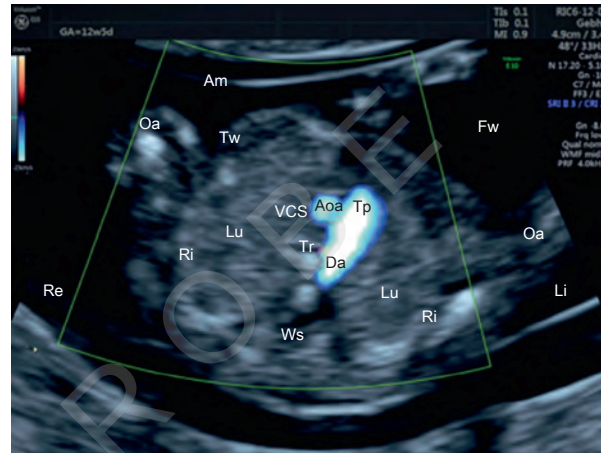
Thorakaler Transversalschnitt, Ebene des 3-Gefäß-Trachea-Blicks, Farbdoppler, 13 + 4 SSW. Am = Amnion, Aoa = Aorta ascendens, Da = Ductus arteriosus, Fw = Fruchtwasser, Lu = Lunge, Oa = Oberarm, Pl = Plazenta, rPa = rechte Pulmonalarterie, Ri = Rippe, Se = Septum, Tp = Truncus pulmonalis, Tw = Thoraxwand, VCS = V. cava superior, Ws = Wirbelsäule, Re = rechts, Li = links.
